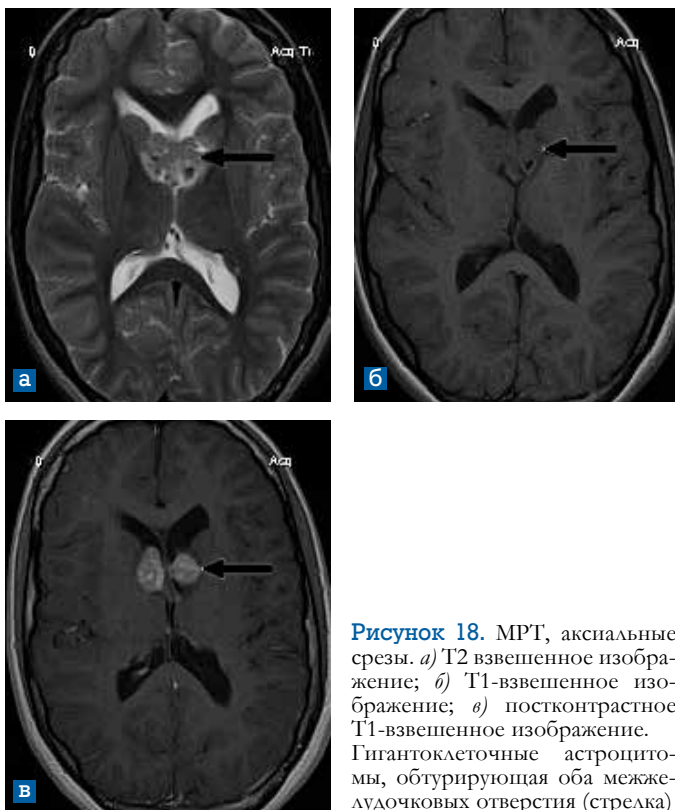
МРТ, аксиальные срезы. а) T2 взвешенное изображение; б) T1-взвешенное изображение; в) постконтрастное T1-взвешенное изображение. Гигантоклеточные астроцитомы, обтурирующая оба межжелудочковых отверстия (стрелка)
